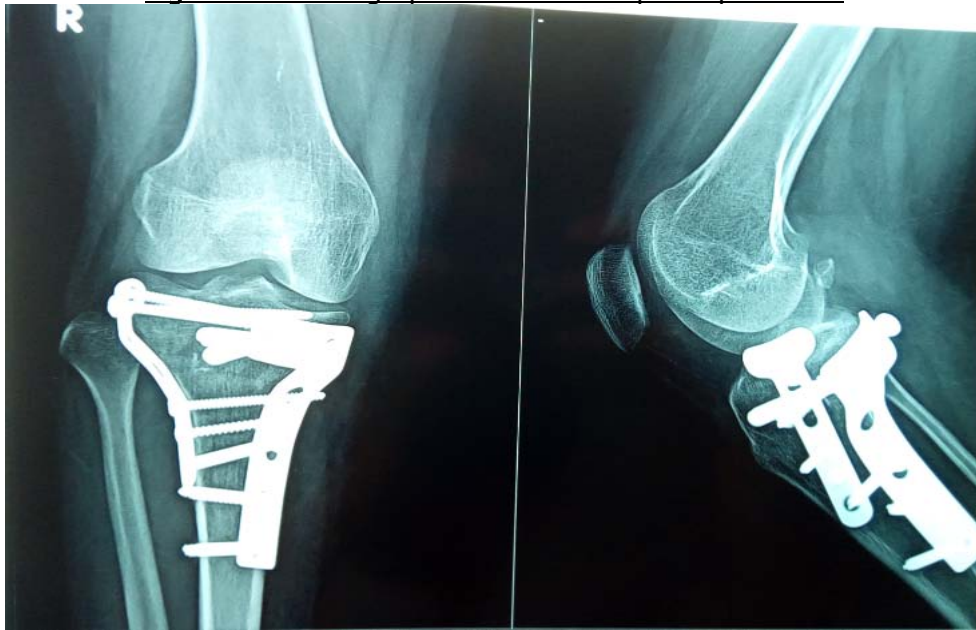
Radiographie de contrôle de la même patiente après 3 mois.
